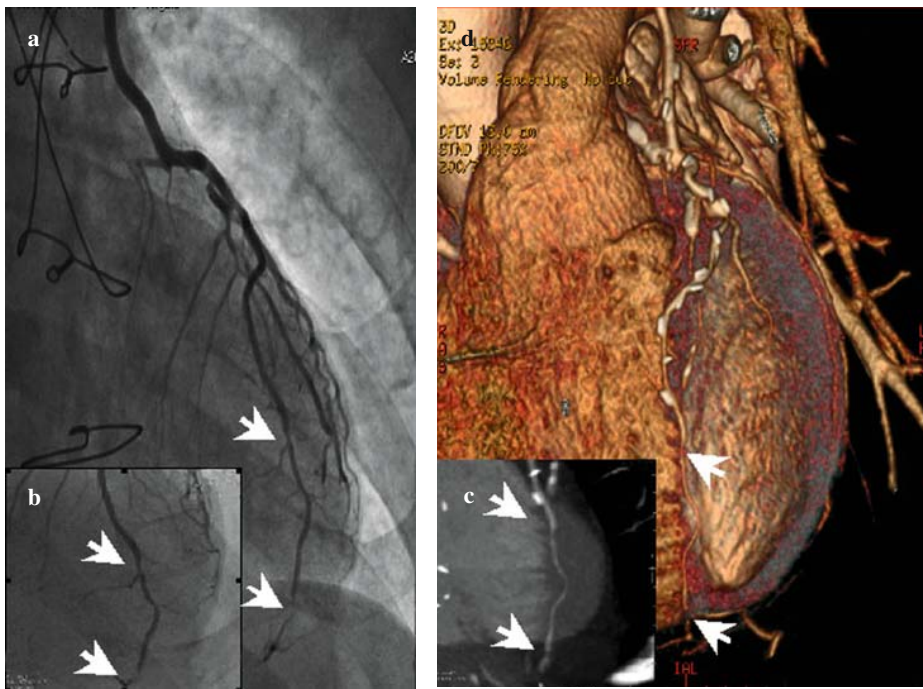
Bypass of LAD. CCA (a,b) and CT with MIP (c) and VR reconstructions (d) show two significant stenoses before and after the graft.
